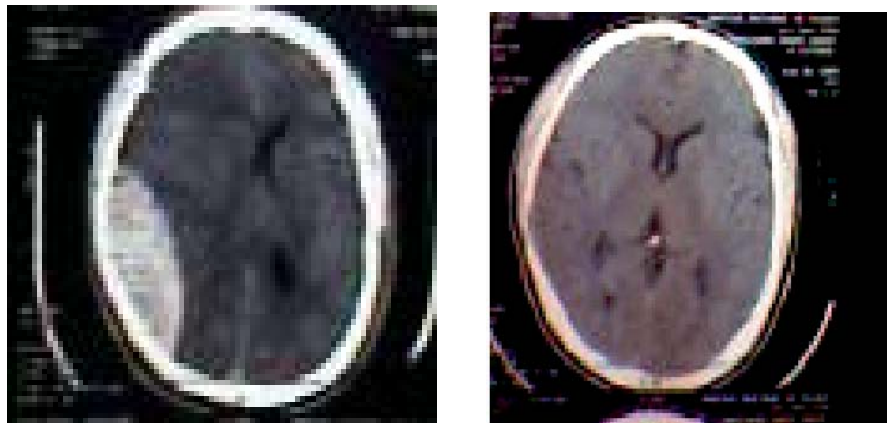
TC avec coma hémiparétique gauche : scanner pré et post opératoire
